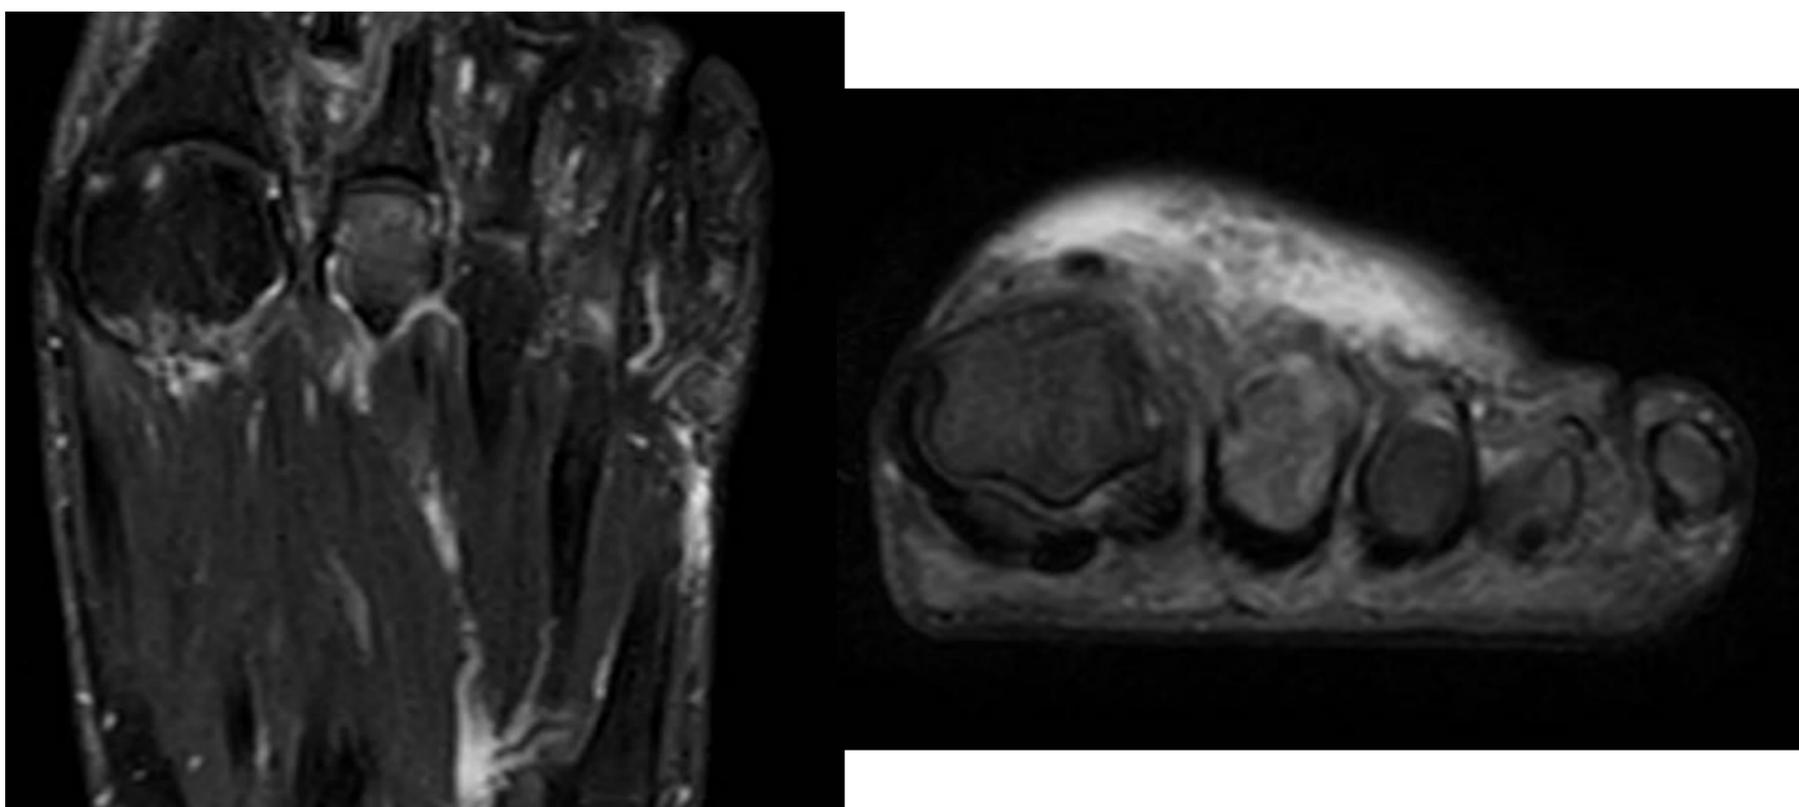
Imagen de RM secuencia potenciada en T2 con saturación de la grasa. Se visualiza una señal de hiperintensidad a nivel del segundo, tercer y cuarto cabezas metatarsianas en relación con edema óseo y aplanamiento de las cabezas metatarsianas
